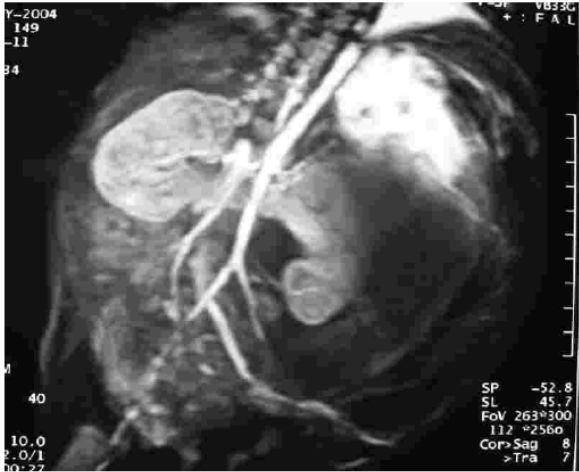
Angioresonancia abdominal en la cual se aprecia masa quística que causa desplazamiento visceral.
